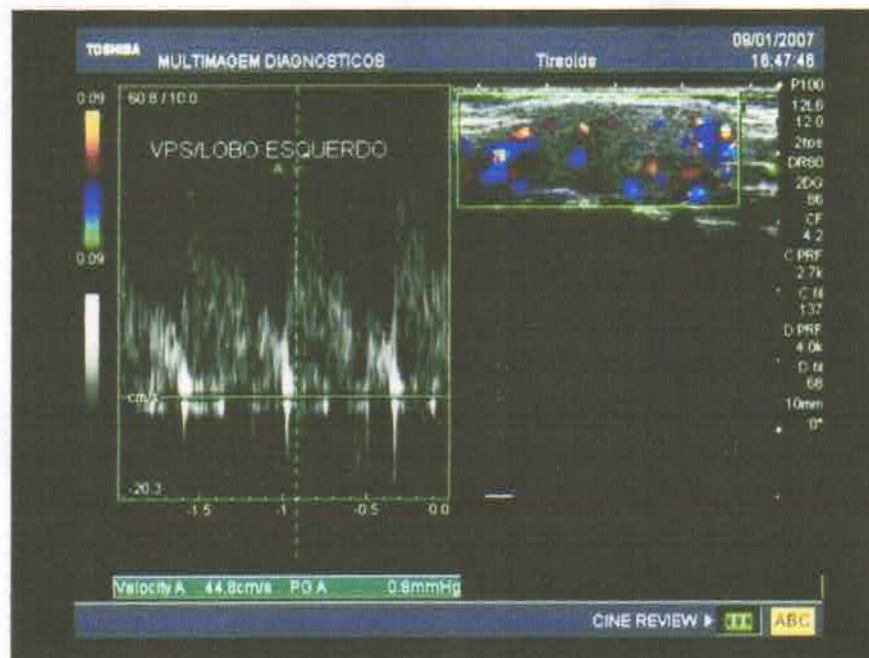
Doppler de Tireóide mostrando gráfico de fluxo de lobo esquerdo.
